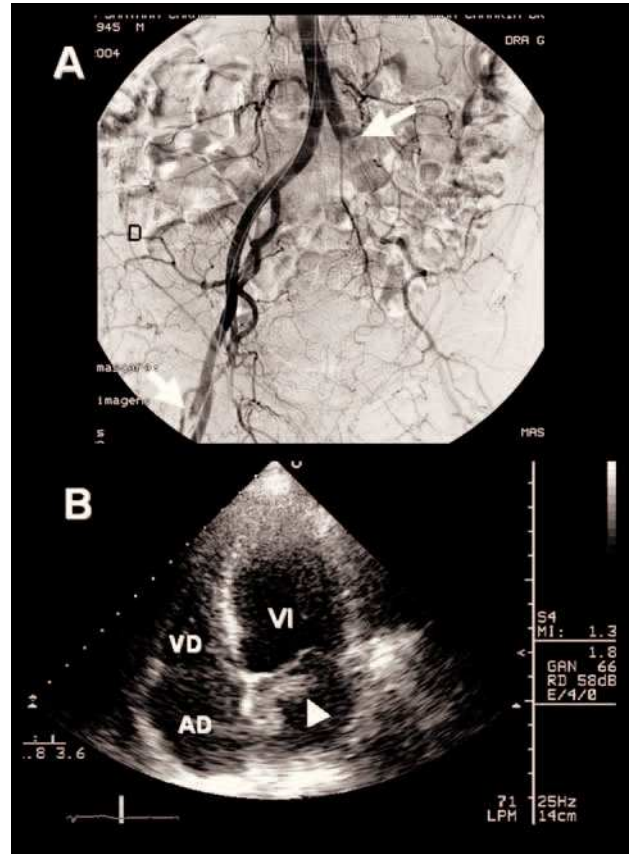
Arteriografía: oclusión de la arteria ilíaca común izquierda y femoral profunda derecha. Flecha: zona de la oclusión (A). Ecocardiograma: después del evento embólico se aprecia la disminución del tamaño de la masa (B). AD: aurícula derecha; VD: ventrículo derecho; VI: ventrículo izquierdo; cabeza de flecha: mixoma tras la embolia.
